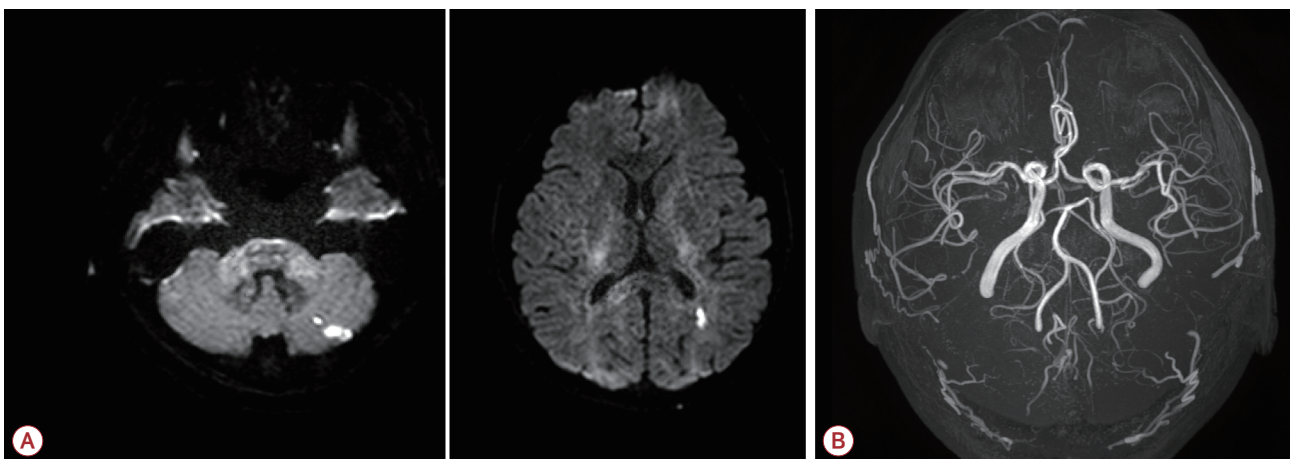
Radiologic findings of the 39-year-old man confirmed essential thrombocythemia and MPL mutation. (A) Diffusion-weighted image shows acute infarction in the posterior circulation. (B) Magnetic resonance angiography shows no stenosis or occlusion. MPL; myeloproliferative leukemia virus.
